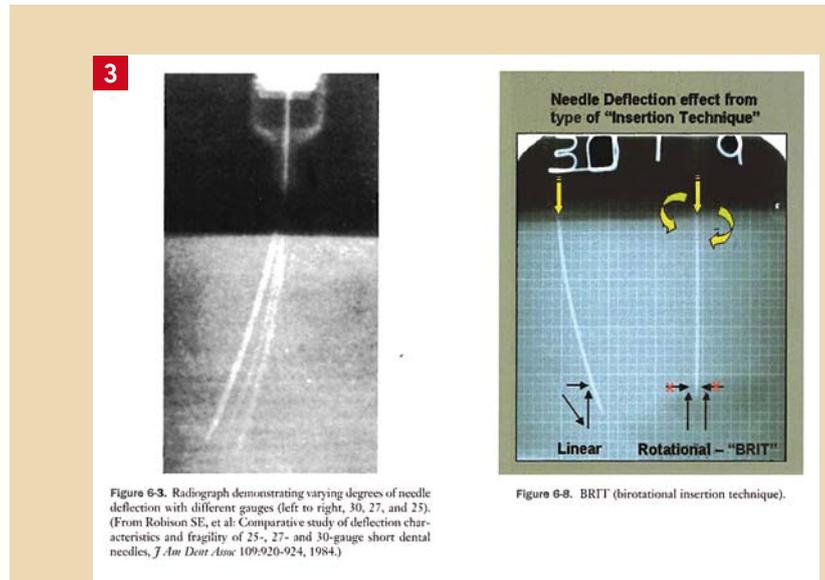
Radiograph demonstrating varying degrees of needle deflection with different gauges (left to right, 30, 27, and 25). (From Robinson SE, et al: Comparative study of deflection characteristics and fragility of 25-, 27- and 30-gauge short dental needles. *J Am Dent Assoc* 109:920-924, 1984.)
